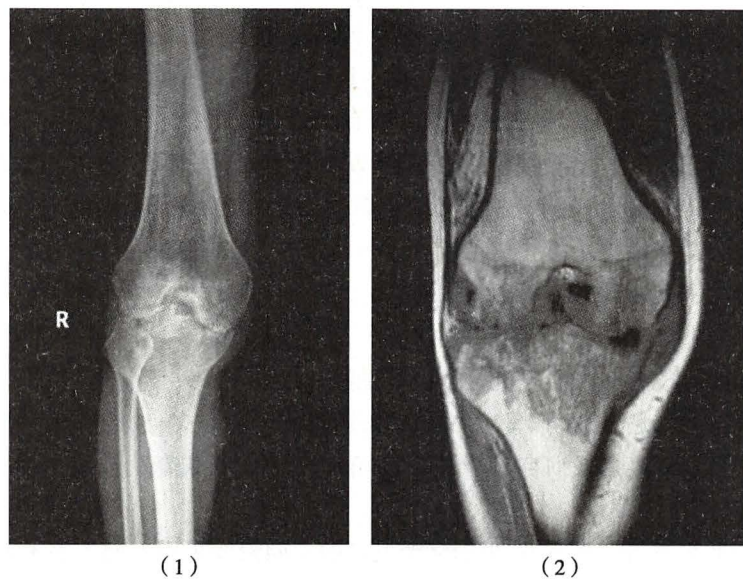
膝关节结核X线平片(1)及MRI影像(2)
